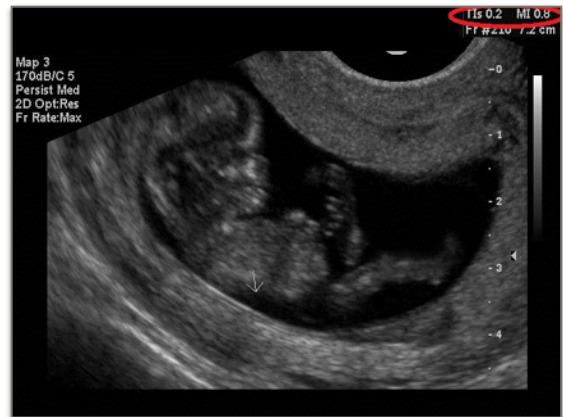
ULTRASONIDO DE MODO B. [2]
